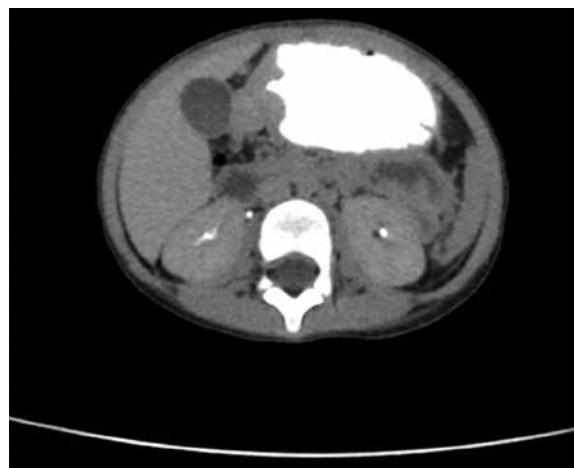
Компьютерная томография с тугим заполнением контрастным веществом желудка. Желудок с циркулярным утолщением стенок препилорического и пилорического отделов с четкими наружными очертаниями. Эвакуация контраста из желудка резко замедлена
